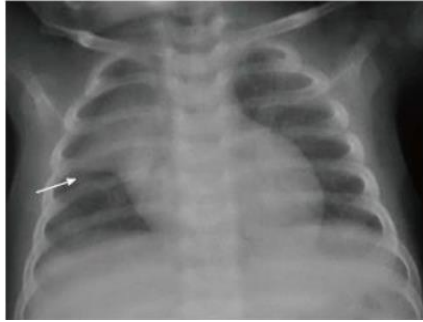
Radiografia toracică frontală la un băiat de 11 luni cu detresă respiratorie ușoară, aspectul glandei timus normal cu „semnul velei” caracteristic (săgeată)[38]
